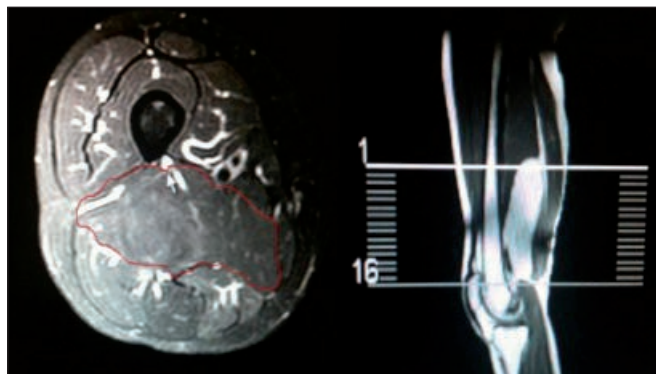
Resonancia magnética donde se evidencia una masa compatible con lipoma en el compartimento posterior del muslo, con signos de compresión del nervio ciático (flecha).
